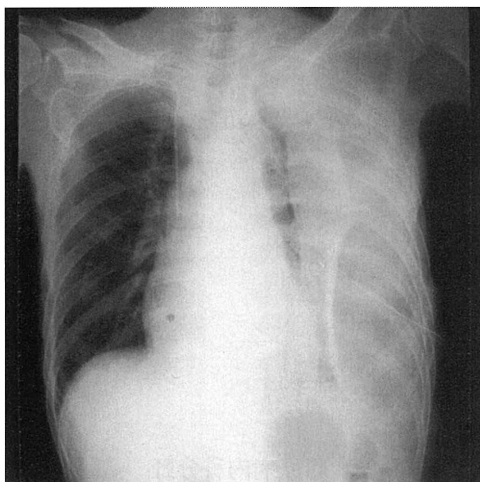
Chest radiograph. The left lung was not expanded after thoracic drainage.
